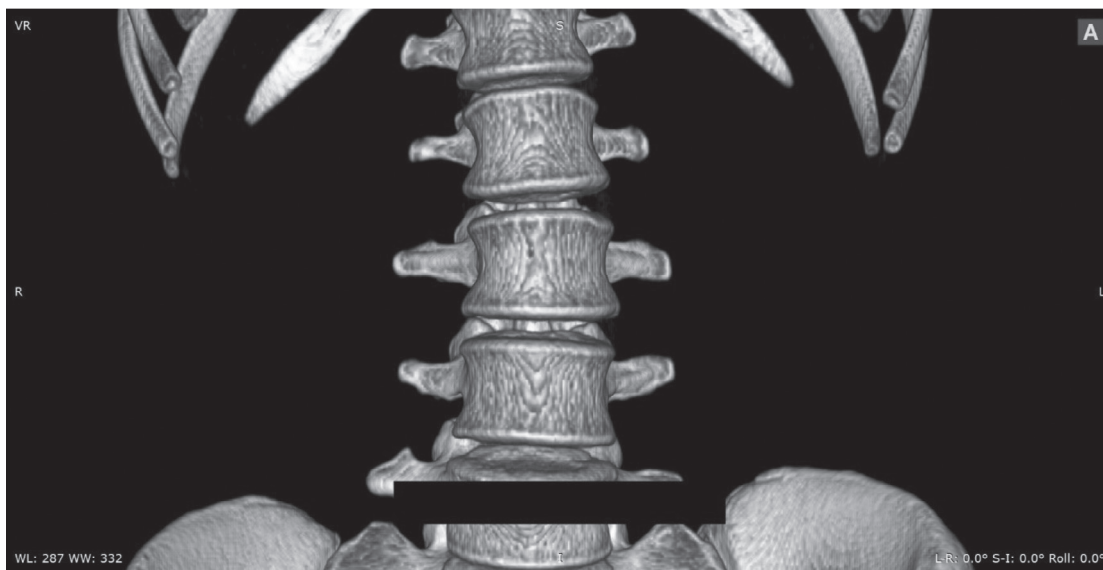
Мультиспіральна комп'ютерна томографія черевної порожнини та малого таза від 01.12.2023 р. Стан Stone-free після курсу літичної терапії
